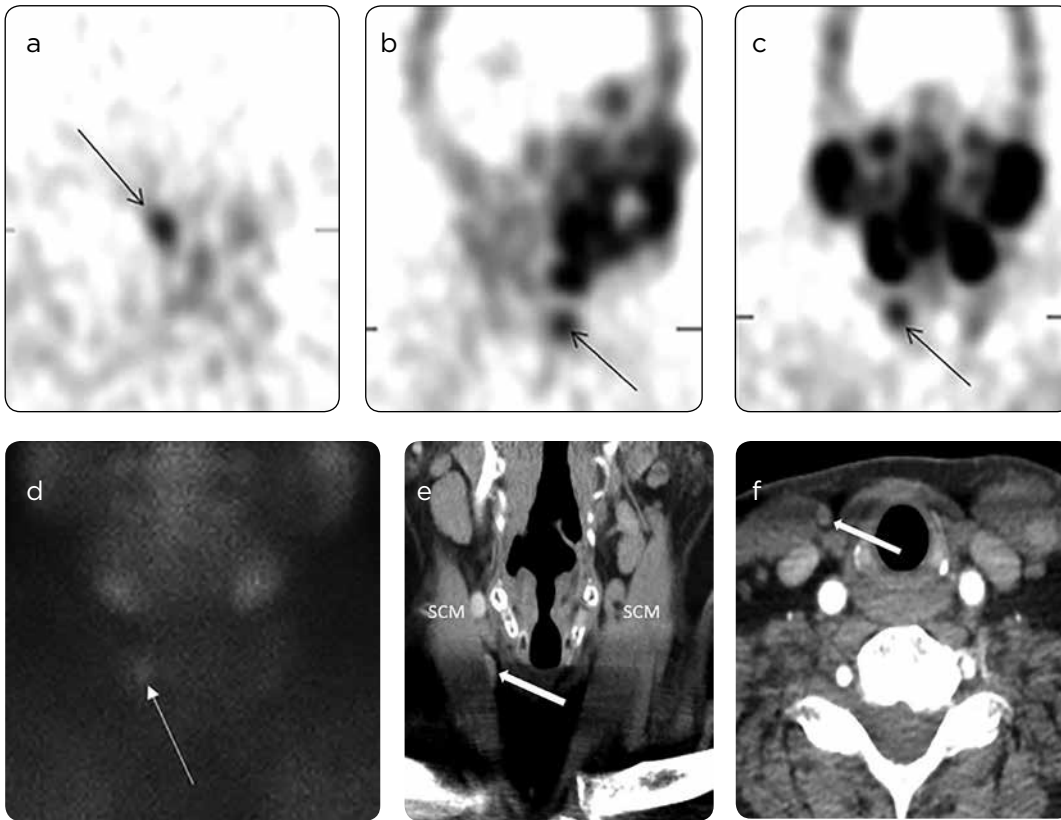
Adenoma paratiroides autotrasplantado: a) Axial, b) sagital, c) coronal, d) imágenes planares tardías de SPECT 99mTc Sestamibi: glándula paratiroides hiperfuncionante autotrasplantada "ectópica adquirida" luego de una tiroidectomía, flechas delgadas. e) TC en fase arterial axial y f) coronal: confirman el adenoma paratiroides (flechas) medial al músculo esternocleidomastoideo.
